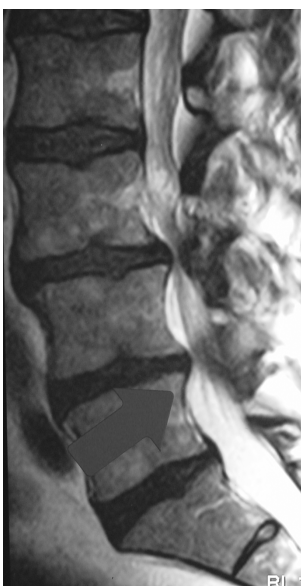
MRT-Aufnahme sagittal einer lumbalen SKS
